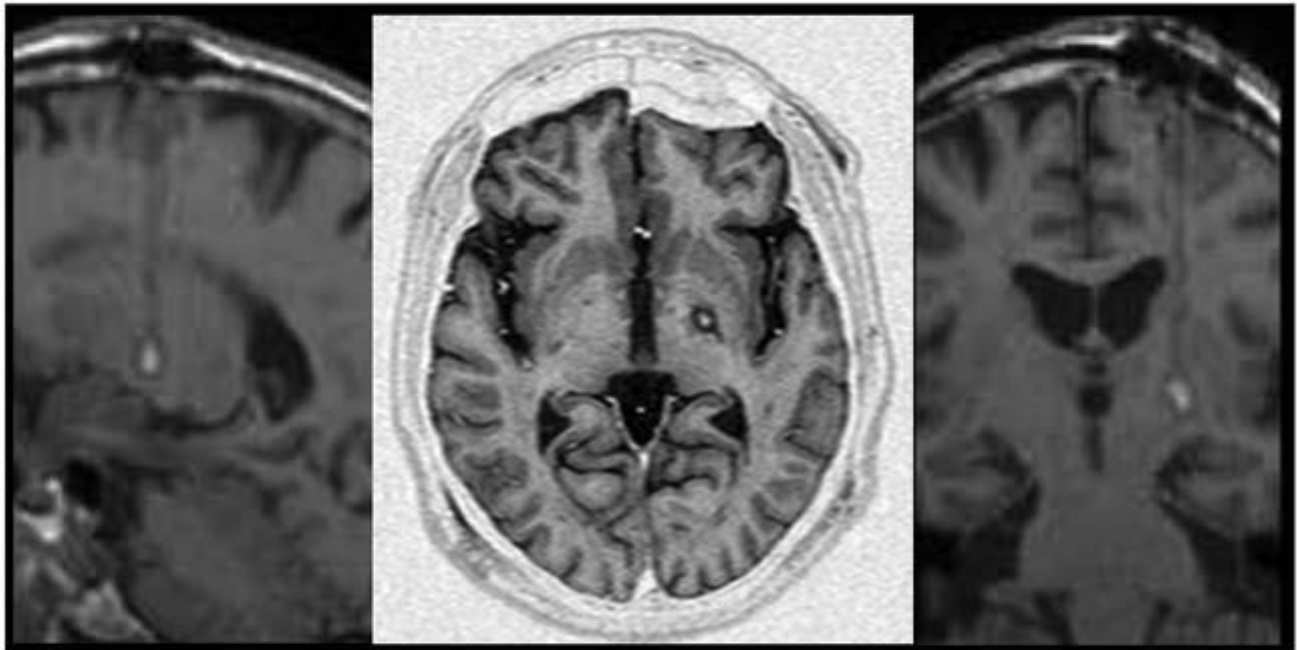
Imagen postoperatoria de IRM donde se confirma la localización de la lesión en planos axial, sagital y coronal. [1]
